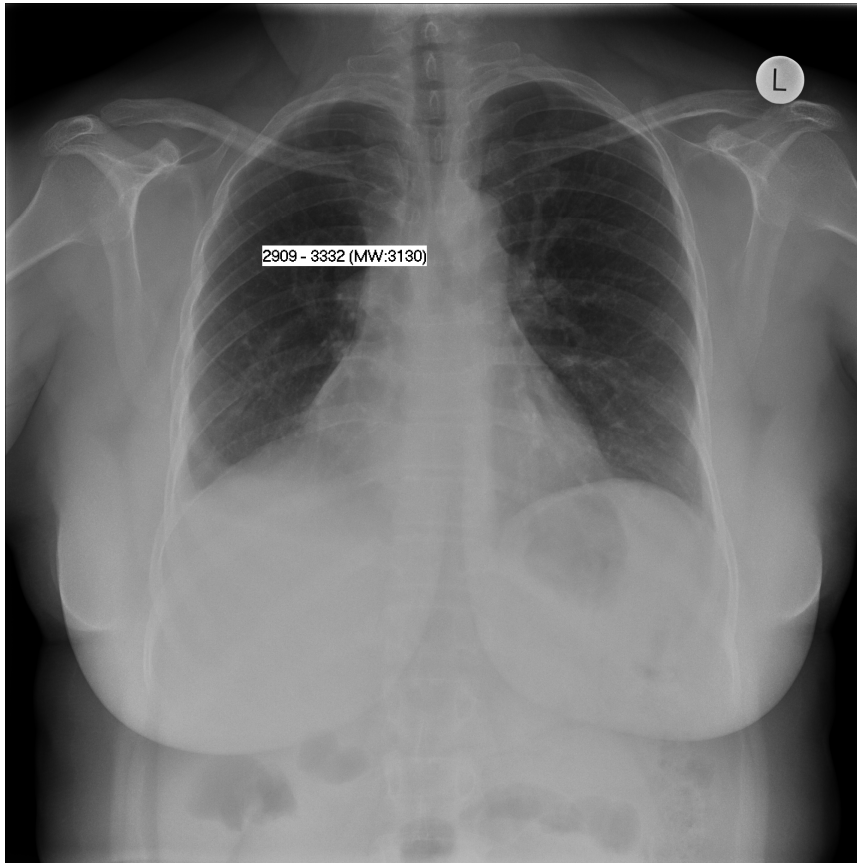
Thorax-Röntgen (anterior-posterior Projektion).
